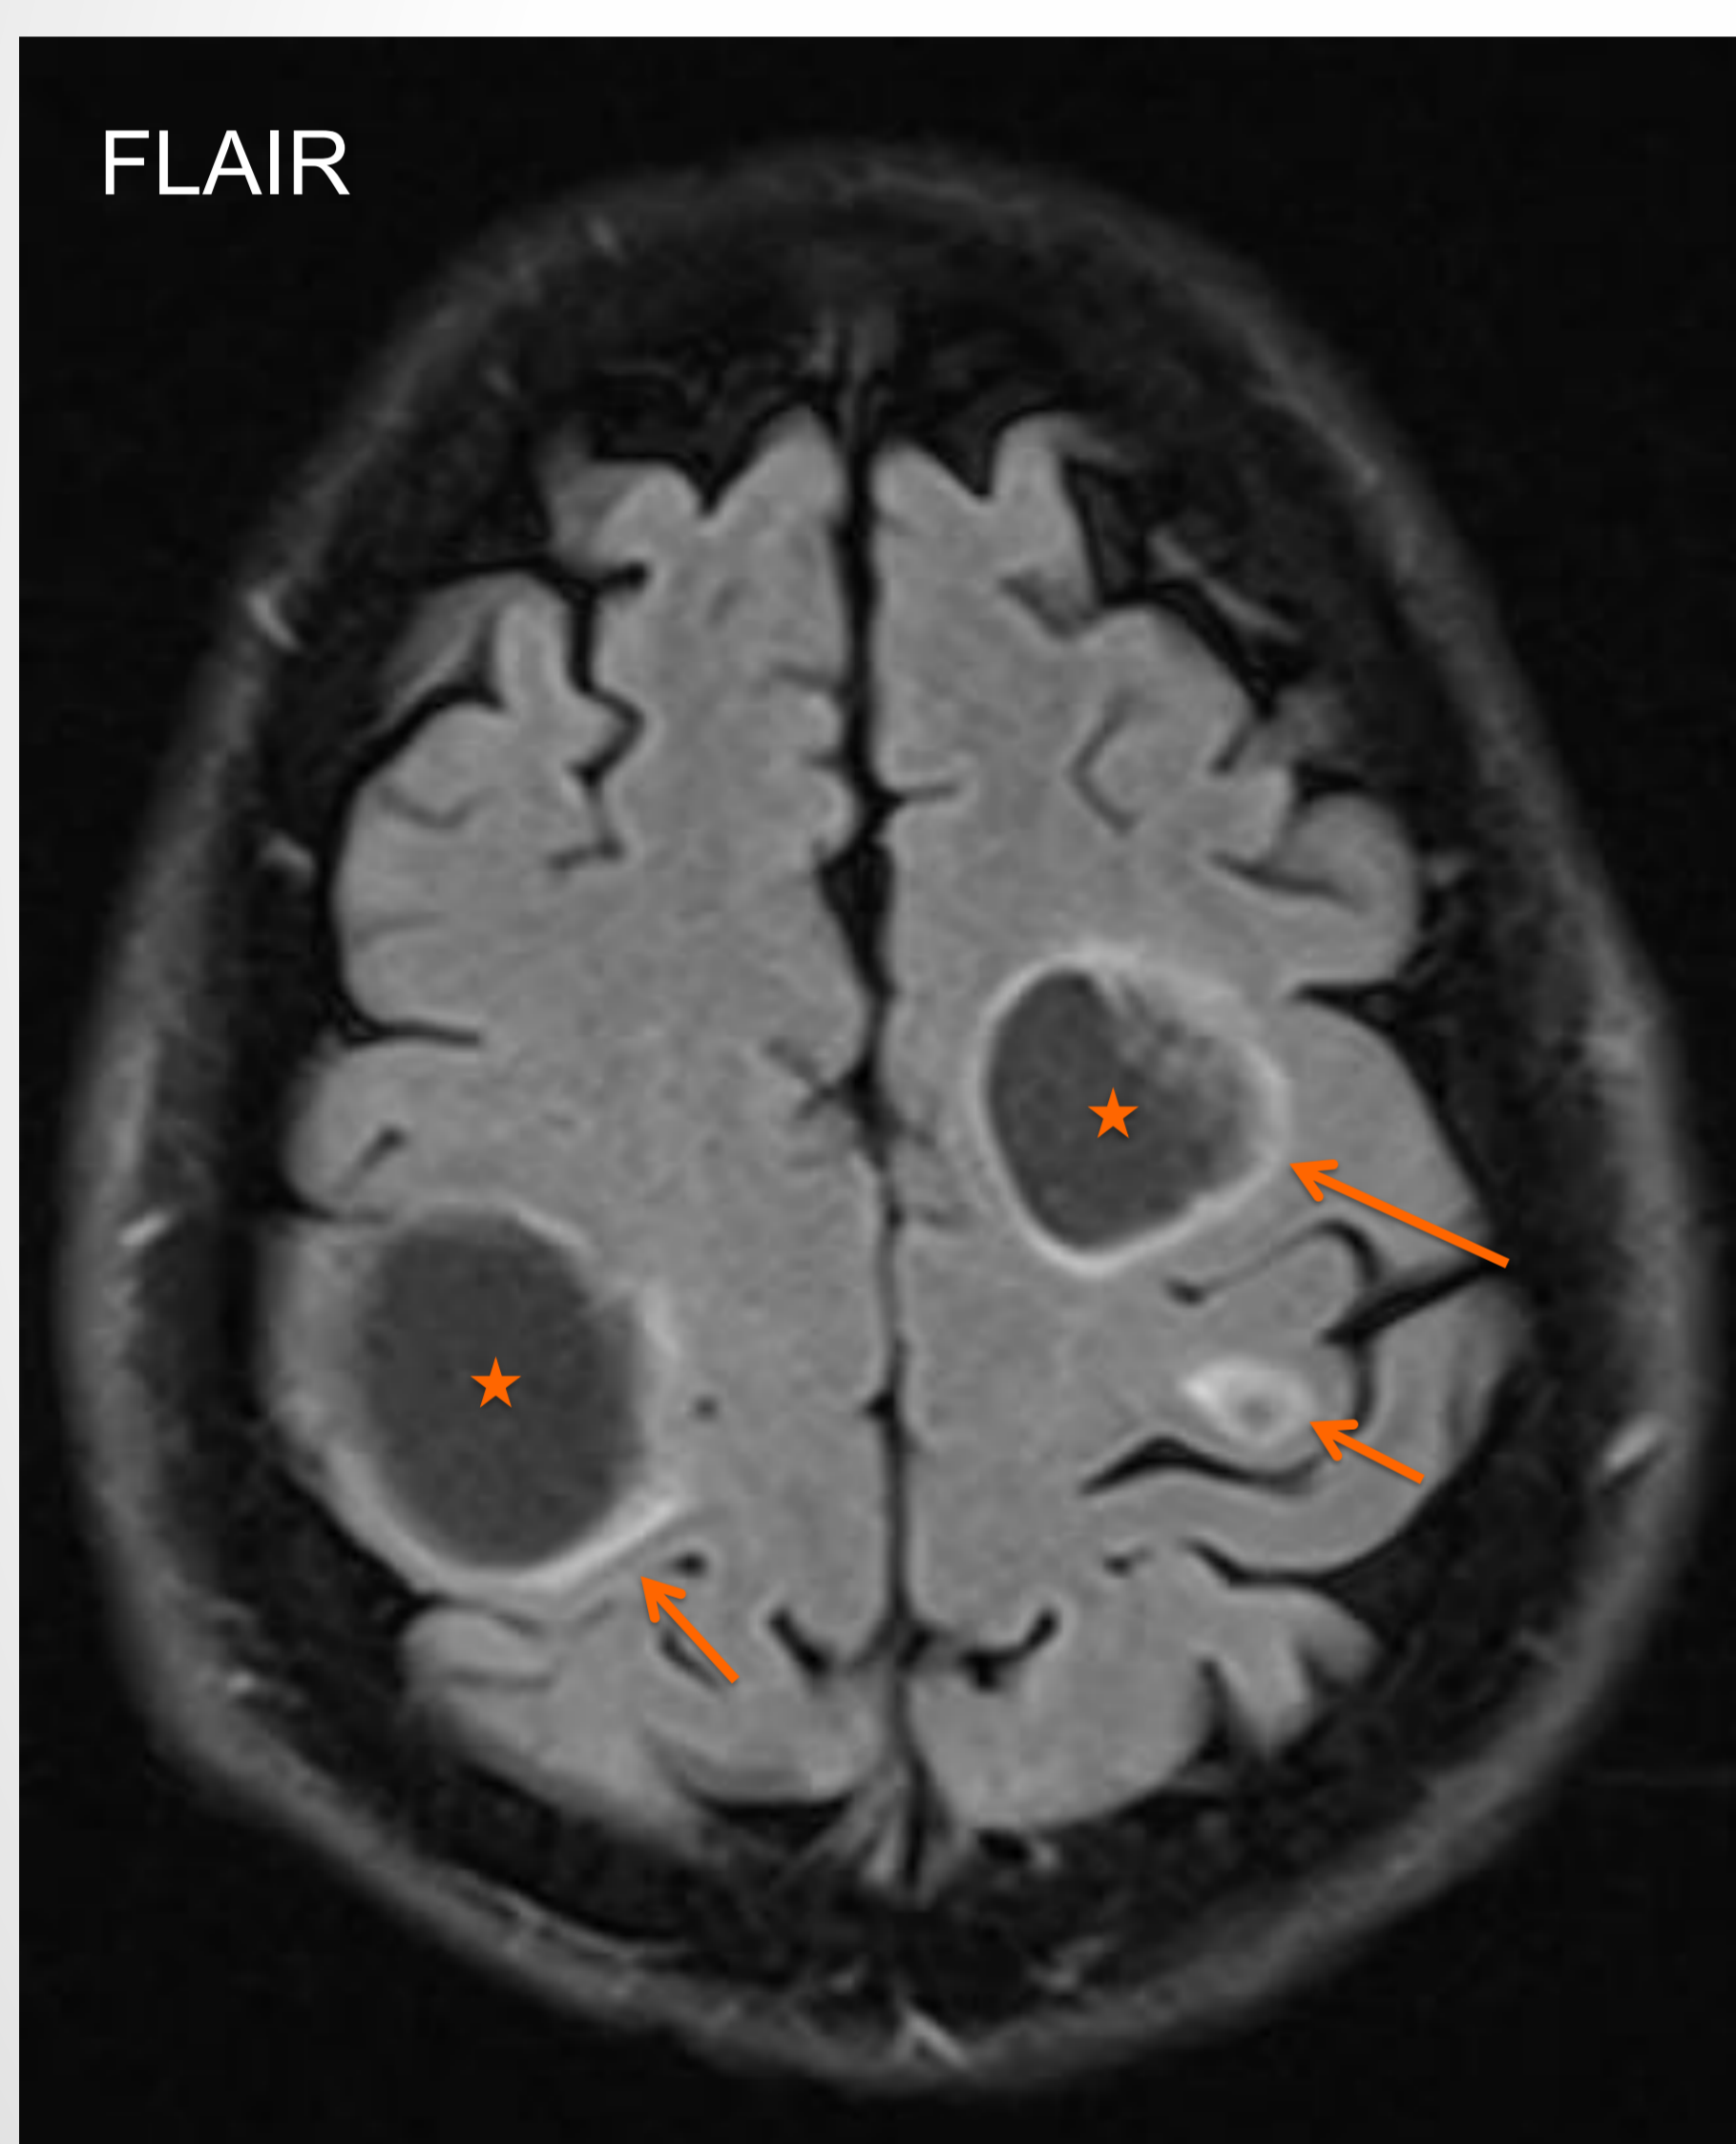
Imagen axial de RM obtenida en secuencia FLAIR y T1 tras la administración de gadolinio, en enfermo con neurocisticercosis. En ambas secuencias se observan lesiones quísticas hipointensas (estrellas), con edema perilesional en FLAIR (flechas) y realce periférico en T1 con civ.
